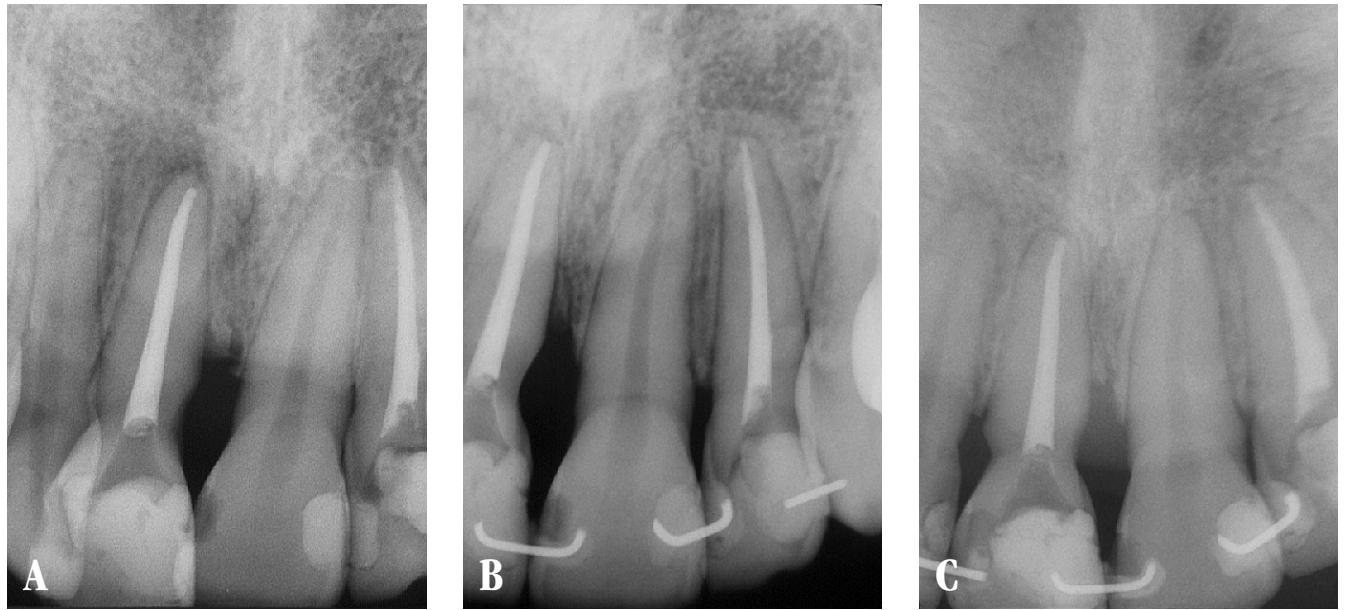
Radiografias periapicais dos incisivos centrais superiores. (A) Antes; (B) logo após; e (C) um ano de contenção pós tratamento. Notar ótima resposta biológica, com estabilidade do nível ósseo.
